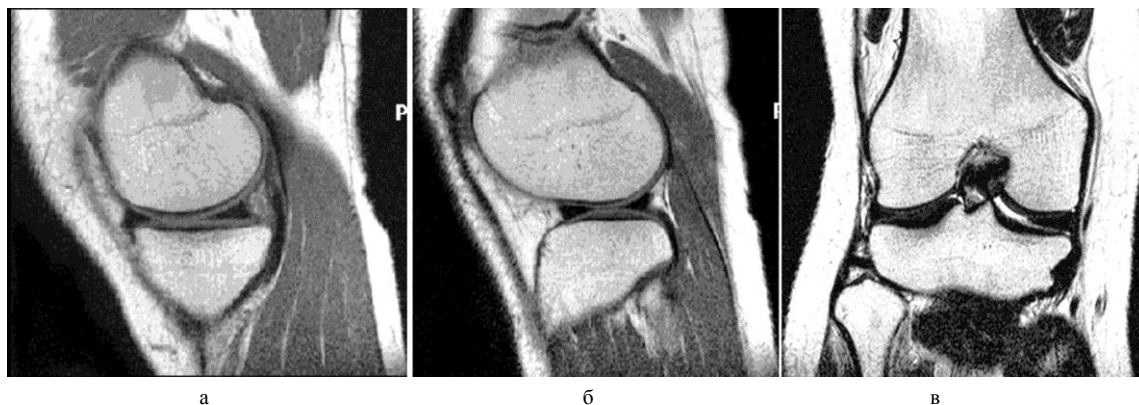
МРТ правого коленного сустава пациентки Е., 28 лет, через 3 года и 10 месяцев после травмы и артроскопического шейвирования суставного хряща медиального мыщелка бедренной кости по поводу его повреждения. Т1-ВИ в сагиттальной проекции (а, б) и Т2-ВИ в коронарной проекции (в). Гиалиновый хрящ равномерной толщины – до 2,4 мм, однородной структуры. Структура сигнала менисков однородная. Жидкость в физиологических объемах. Состояние компенсации опорно-двигательных функций коленного сустава
